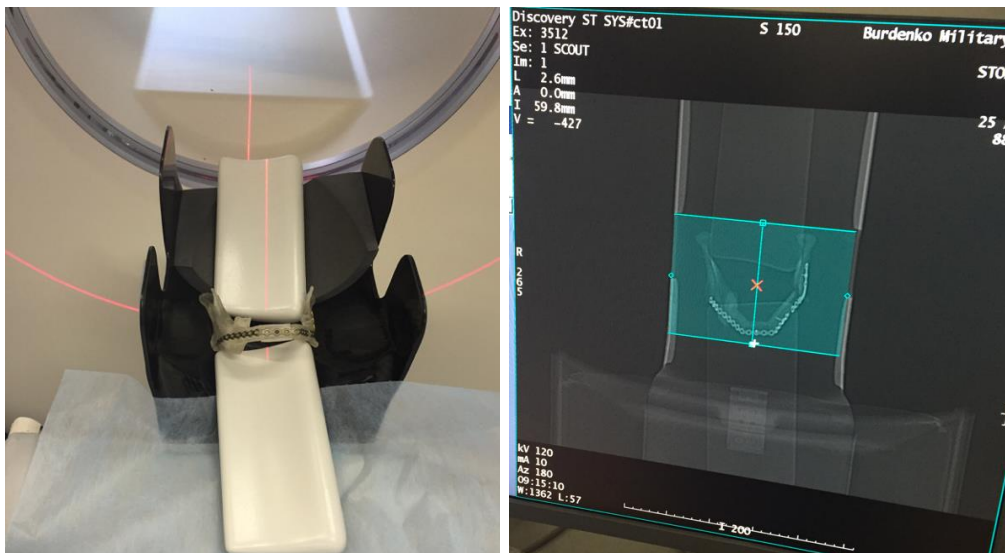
Сканирование на компьютерном томографе пластиковой модели с фиксированными к ней реконструктивными пластинами.
